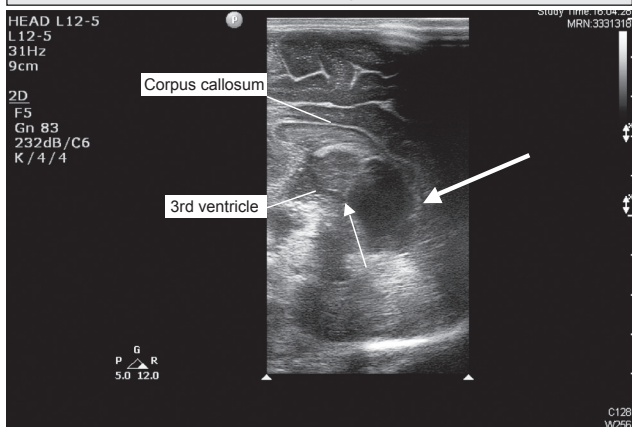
Ecografía craneal con un corte coronal de cerebro. La flecha indica la lesión quística.
